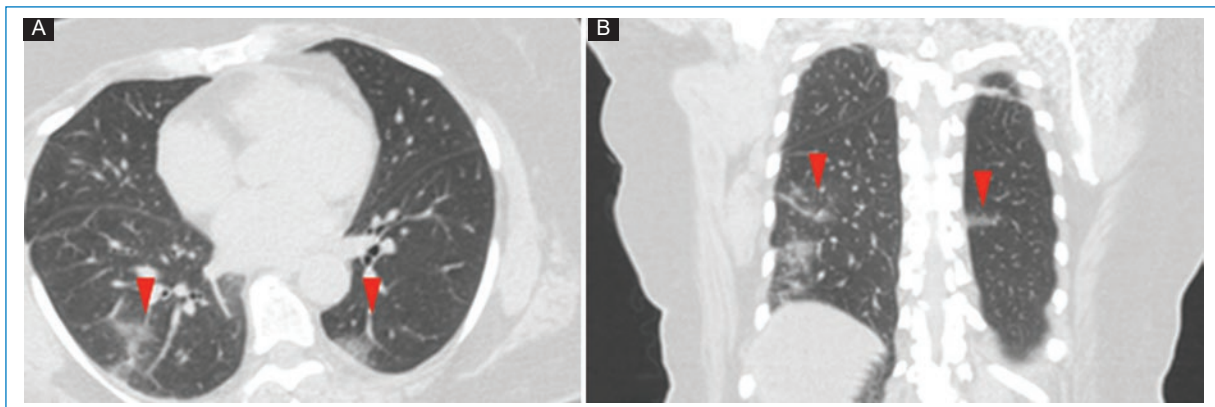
Mujer de 69 años, exfumadora, obesa. Derivada de un geriátrico con pacientes COVID +, por un cuadro de rinorrea, mialgias y artralgias, afebril, PCR +. A y B: TC en cortes axial y coronal en los que se visualizan, en ambos lóbulos inferiores, aisladas opacidades en vidrio esmerilado de ubicación periférica (puntas de flecha).
